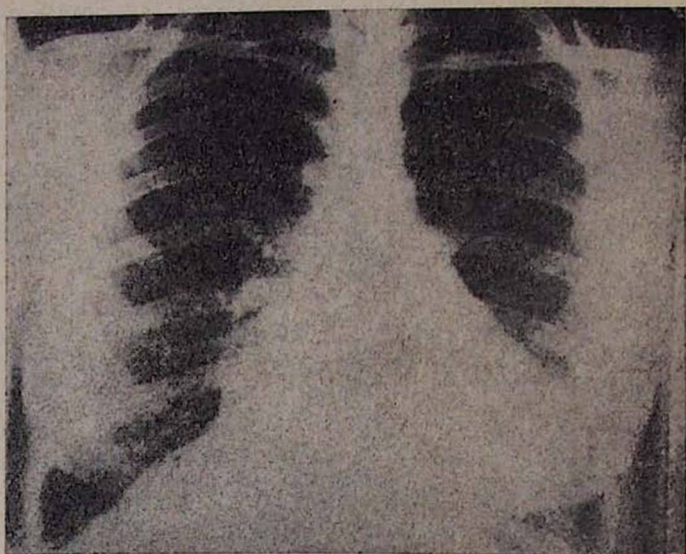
Рентгенограмма больной Ч., 33 лет. Диагноз: сочетанный митрально-аортально-трикуспидальный стеноз с преобладанием сужения в правом венозном отверстии. Треугольная форма сердца.
